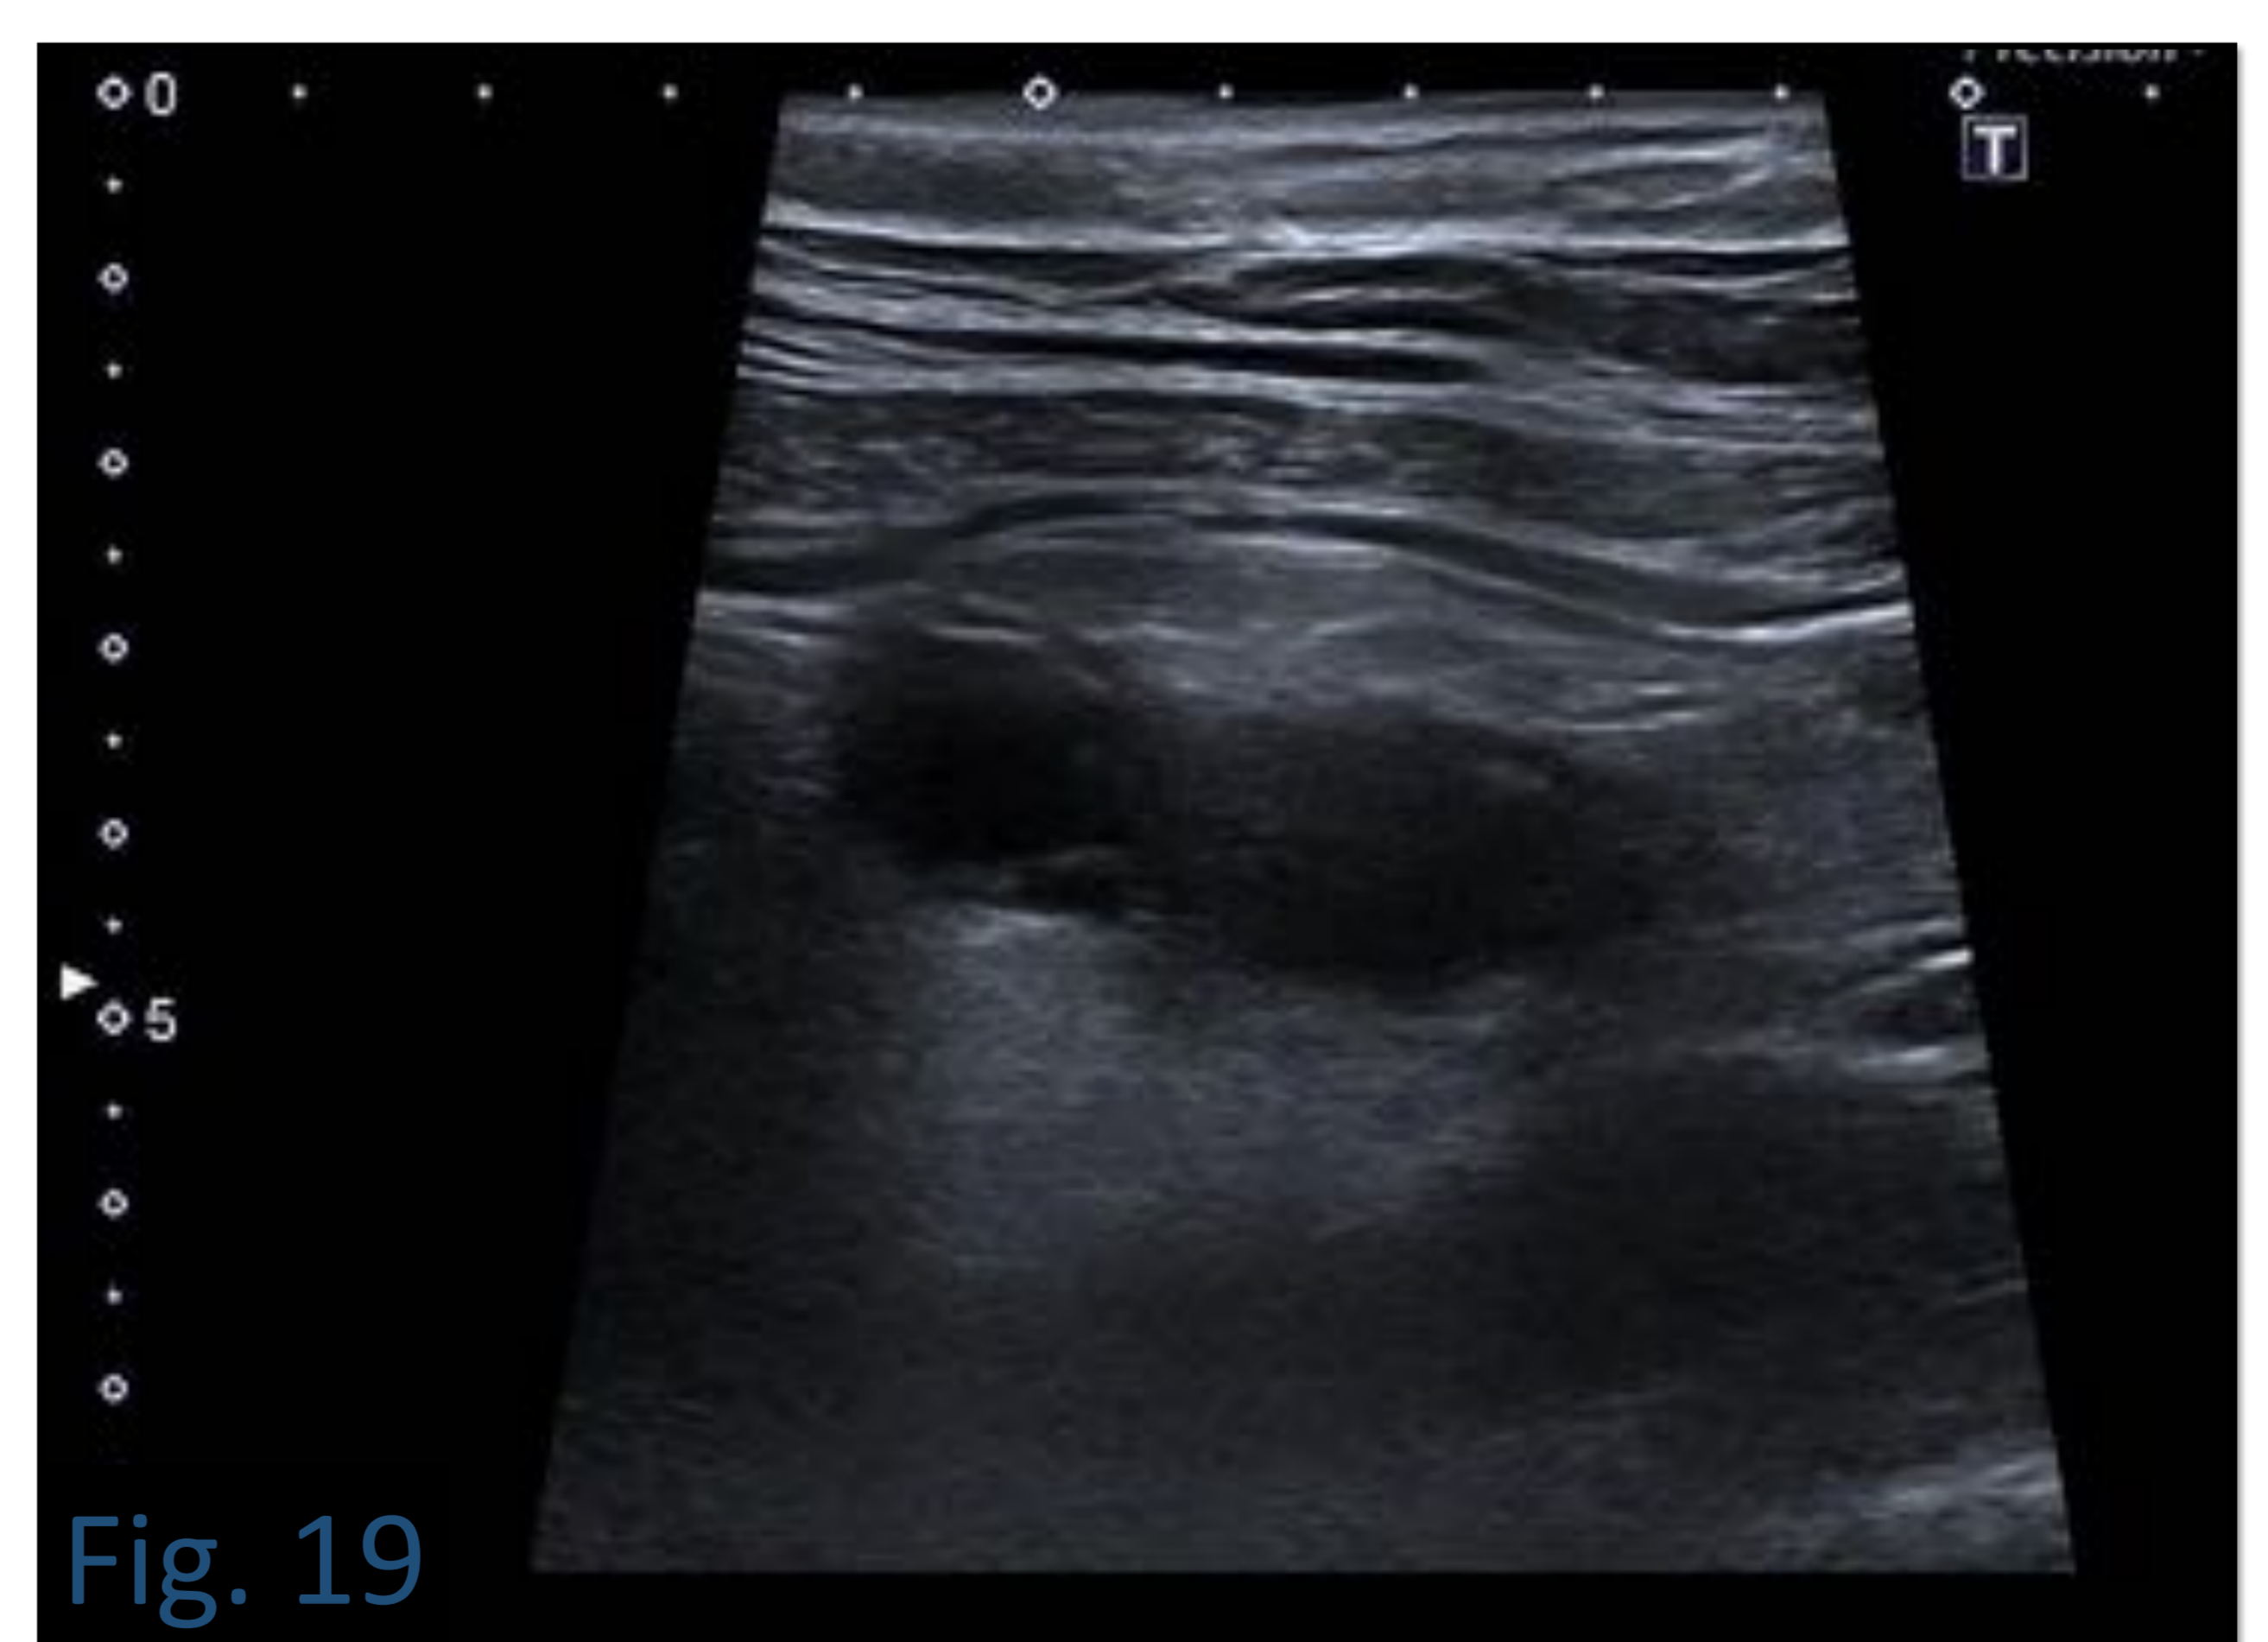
Muestran imágenes de ecografía, donde identificamos un apéndice inflamado, que fue diagnosticado de apendicitis. Se trató de un HAMN
